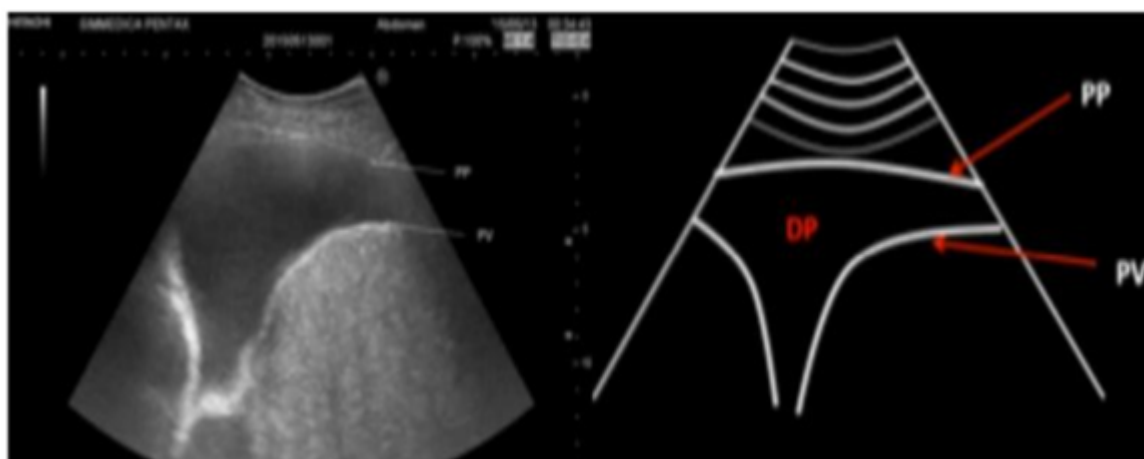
Ecografía de la pared torácica en la que se observa la pleural parietal (PP) y visceral (VP), así como el derrame pleural anecoico (DP), entre ambas. A la derecha, imagen esquemática.
